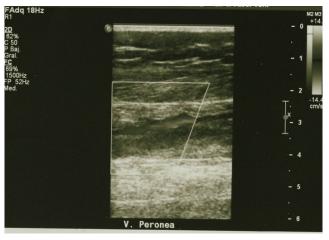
Ecotomografía Doppler vena Peronea pierna izquierda, zona enmarcada muestra la ausencia de flujo sanguíneo.
